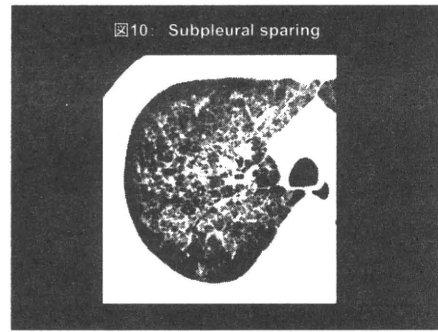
自己免疫性 PAP の胸部 HRCT 像. Subpleural sparing.
